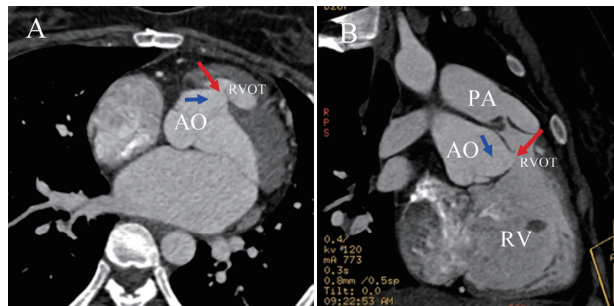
CT血管造影检查 AO，主动脉；PA，肺动脉；RV，右心室；RVOT，右心室流出道，蓝色箭头：主动脉右冠状窦；红色箭头，主动脉窦瘤破裂口
